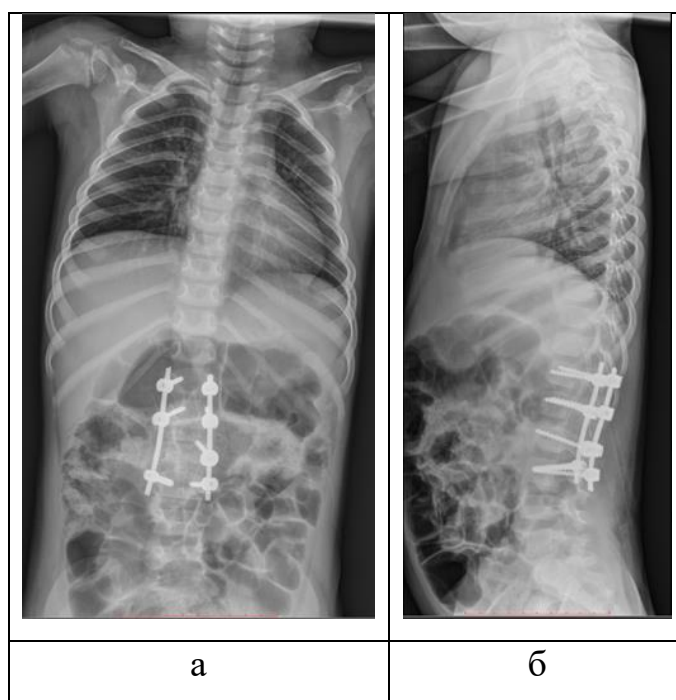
Контрольные рентгенограммы пациентки Б., 3 года 8 месяцев после ревизионного вмешательства: а – прямая проекция, б – боковая проекция
